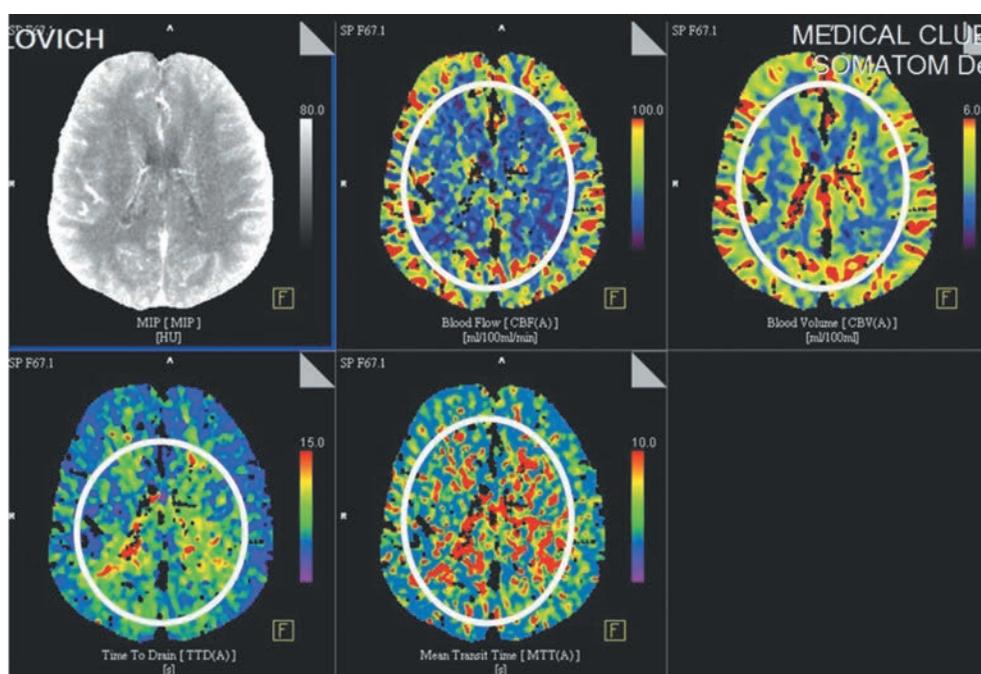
КТ-перфузограммы. Отмечается снижение всех показателей перфузии (MTT, CBV и CBF) в белом веществе обоих полушарий головного мозга. Зона гипоперфузии выделена белым кругом.
